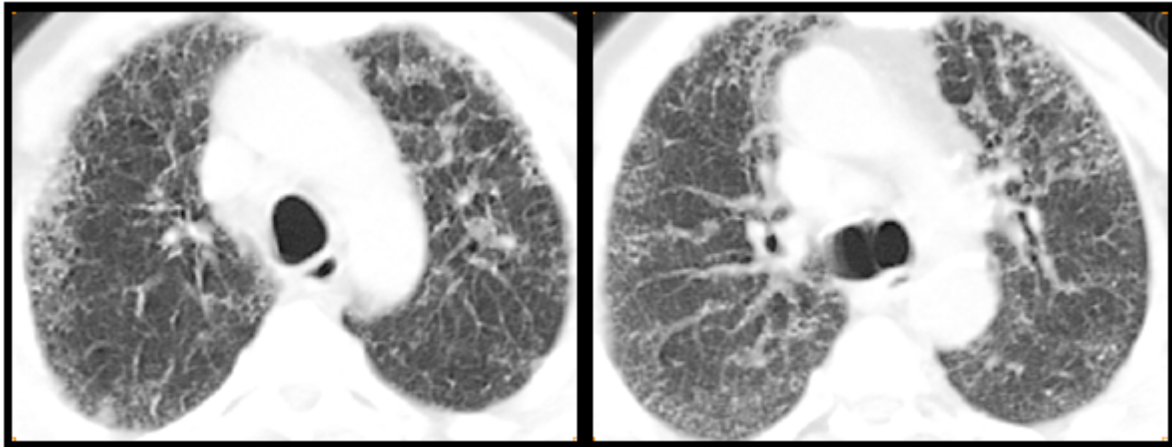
TDM thoracique, coupes axiales, en fenêtre parenchymateuse :
